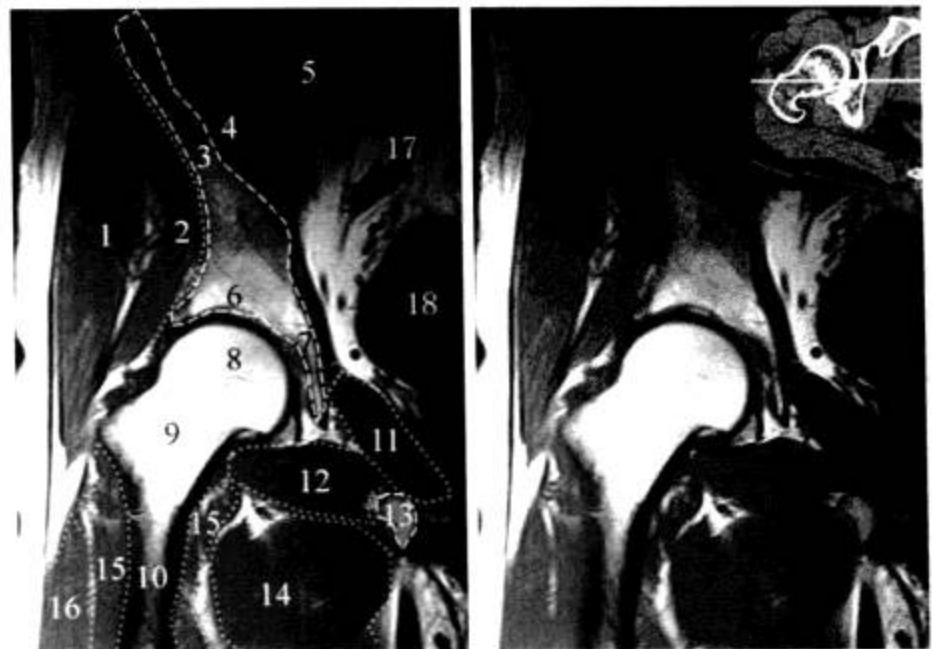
股骨颈中部层面 (MRI T<sub>1</sub>WI)
